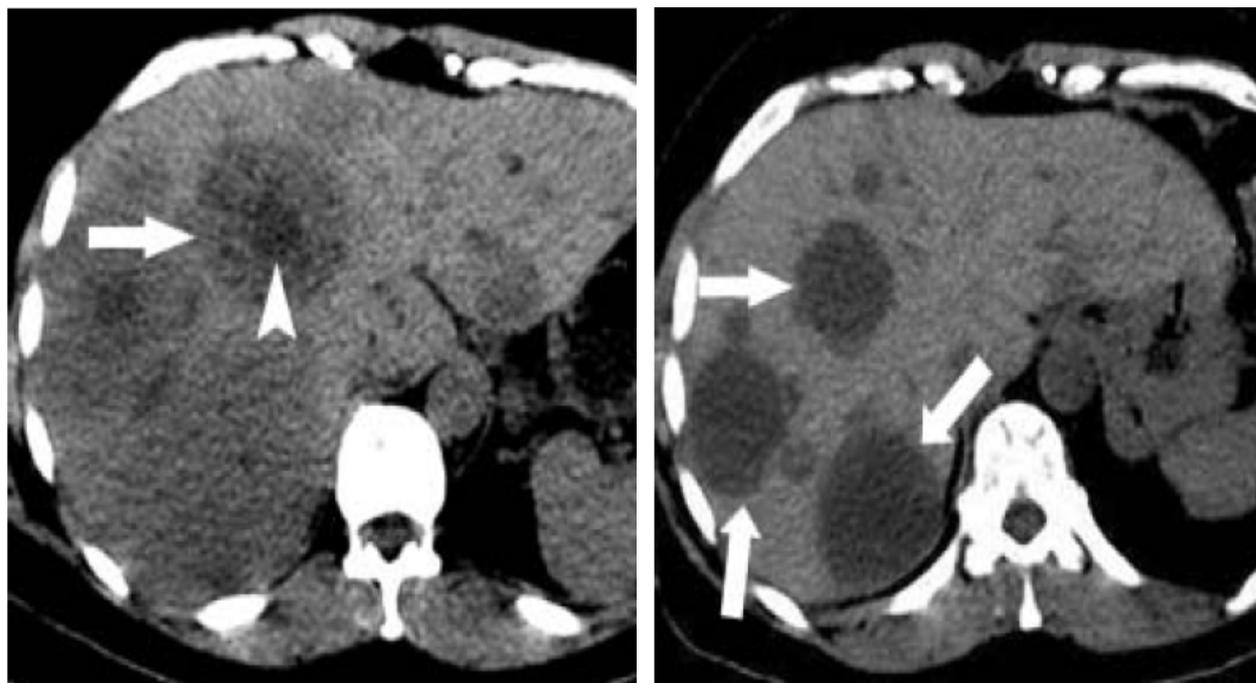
aspect TDM avant et après traitement [63].
